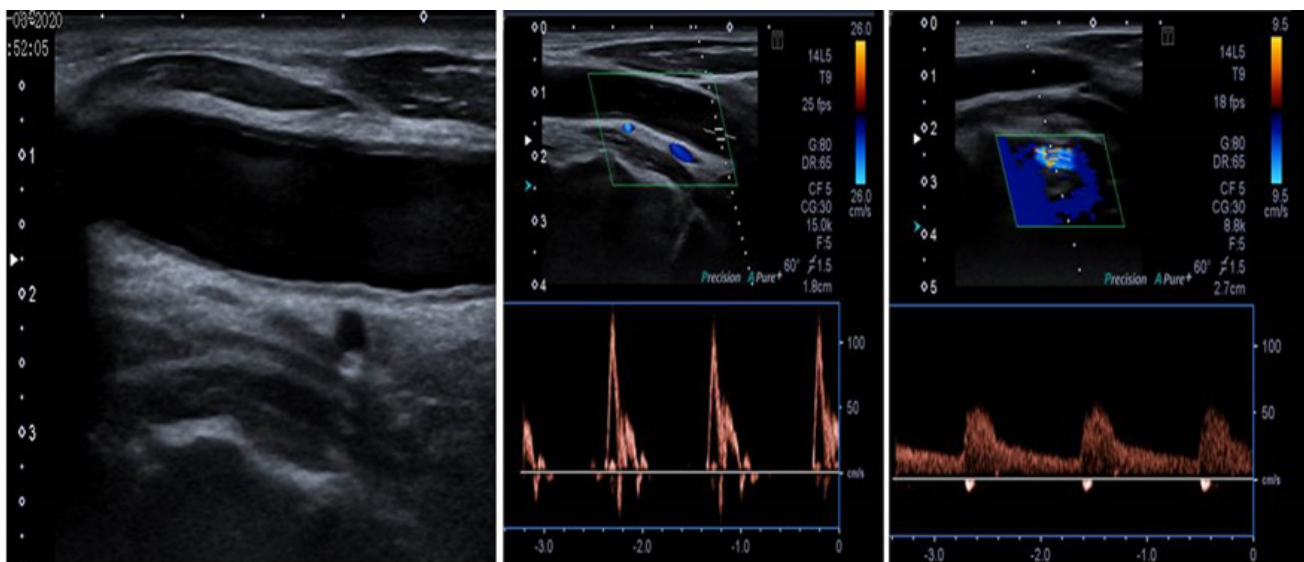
Doppler carotídeo-vertebral: Ligero aumento difuso del espesor de la íntima-media a lo largo de los ejes carotídeos común e interno. Reducción del calibre y trombosis total de la ACI izquierda, condicionando alteraciones espectrales a nivel de la AC común homolateral, la cual muestra un flujo de alta resistencia, con ausencia de diástole. Arteria vertebral izquierda de calibre pericentimétrico, con sentido de flujo fisiológico.
